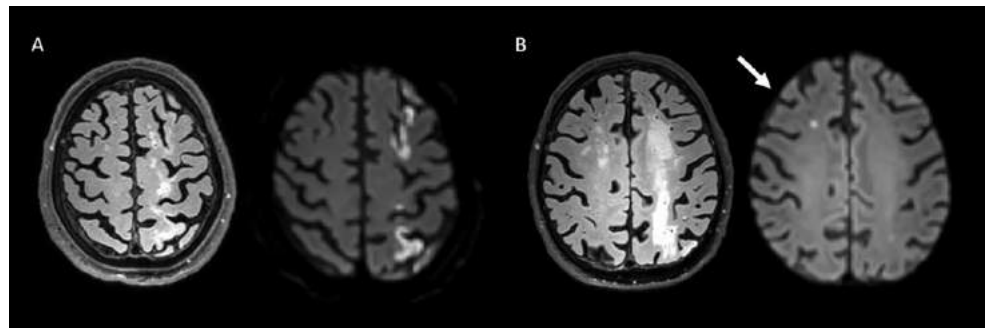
235 The DWI restriction in the follow-up imaging corresponds to the location of a signal alteration of SWI. The residuum of hemorrhage within the infarction is assumed to cause the diffusion restrictions in the follow-up imaging (FLAIR/DWI/SWI)
